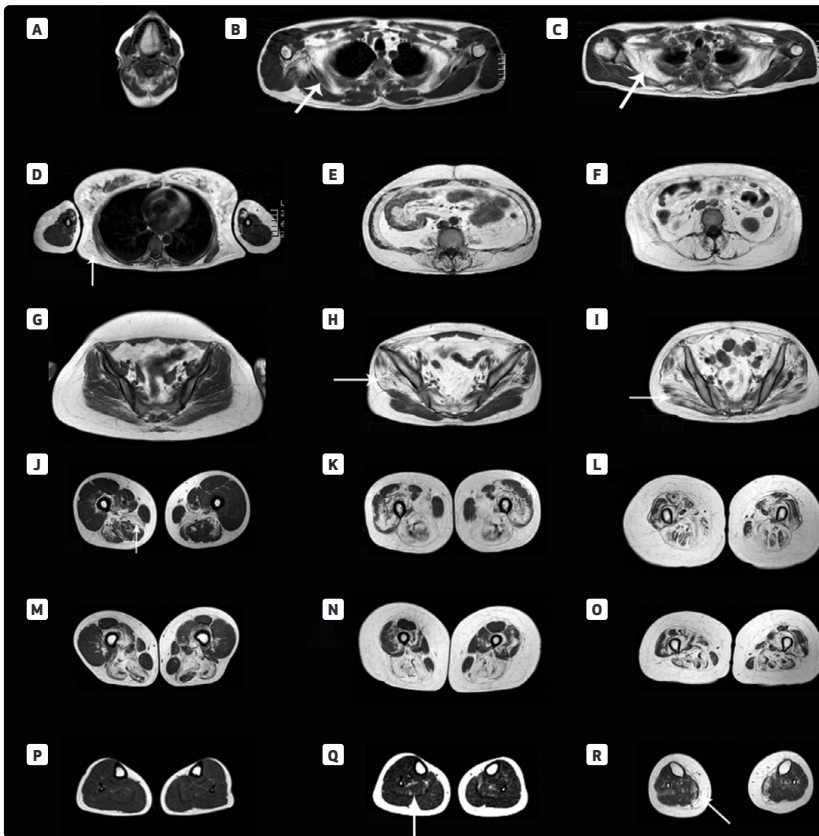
RM de 7 pacientes con enfermedad de Pompe del adulto.
